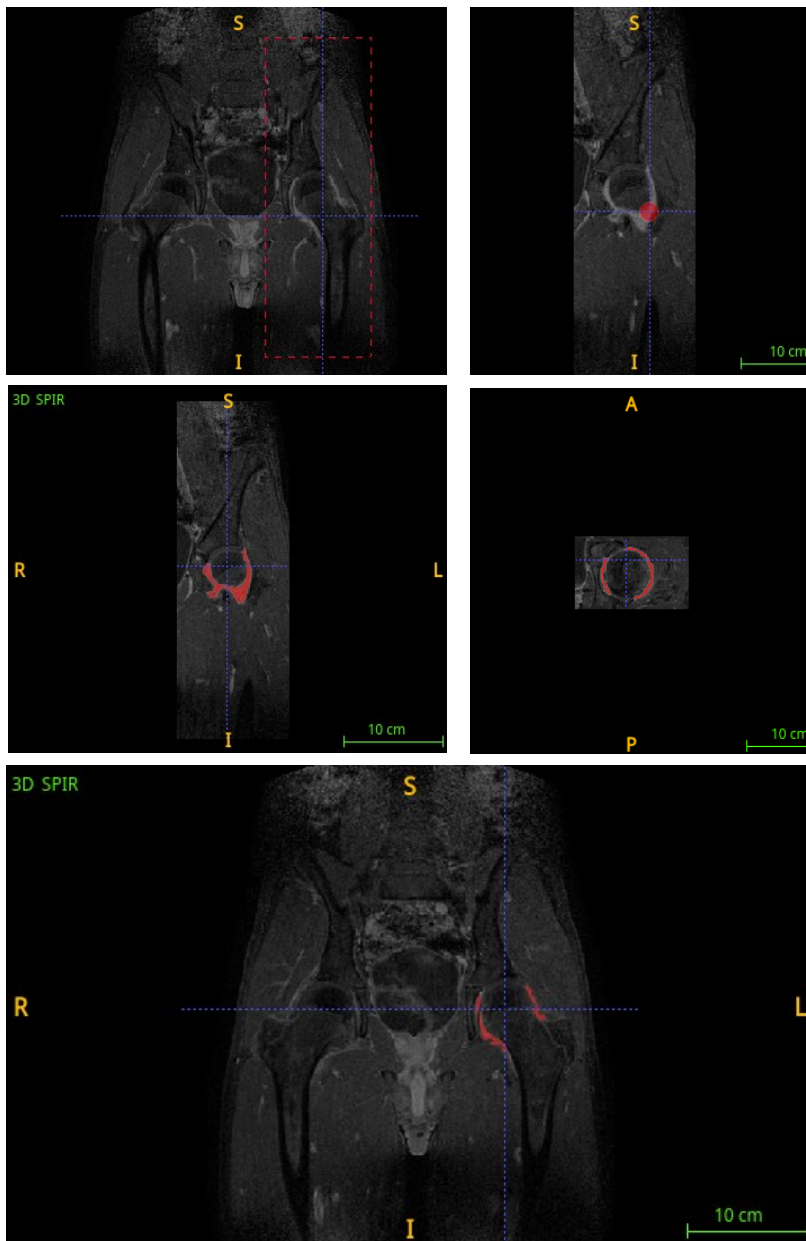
Tool ITK-SNAP con quattro modalità di immagini di RM del bacino di un paziente con AIG
